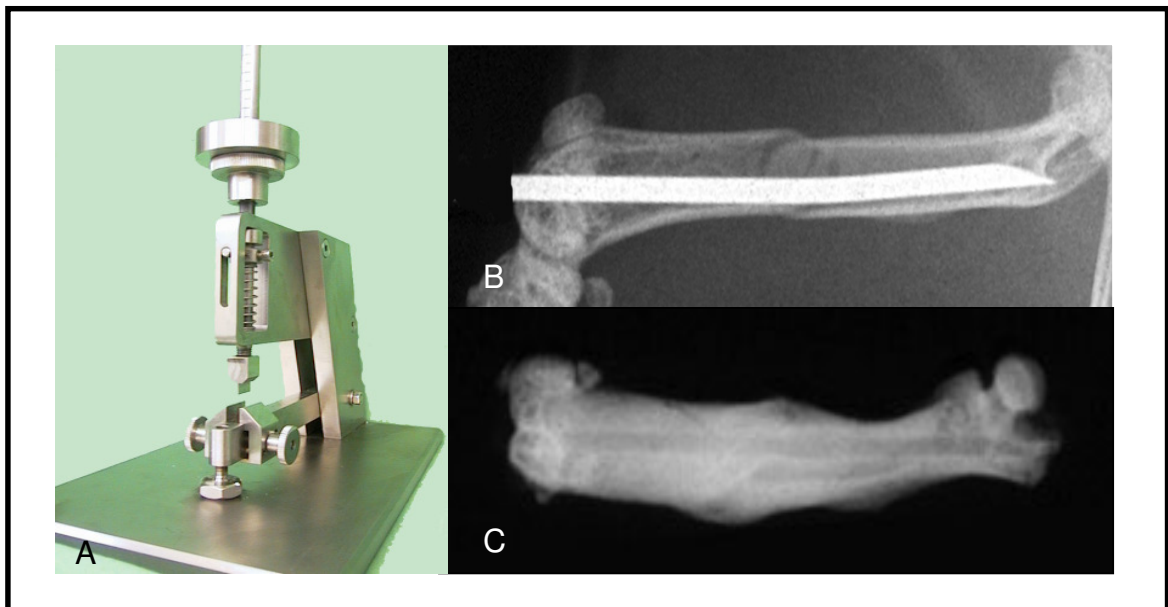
A: Frakturvorrichtung. B: Kontaktradiographie einer osteosynthetisch versorgten Femurfraktur. C: Femur nach abgeschlossener physiologischer Frakturheilung an Tag 20.
